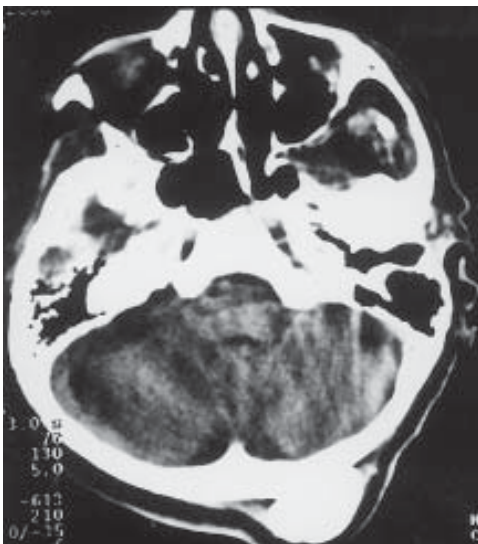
Tomografia computadorizada do crânio mostrando osteoma occipital.
